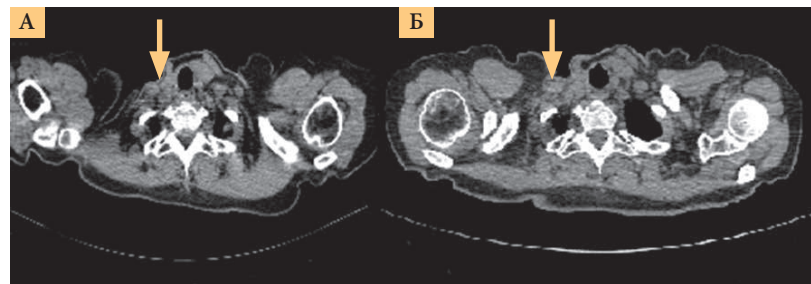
Результаты КТ: динамика по надключичным лимфоузлам (А – 2014 г., Б – 2019 г.)
